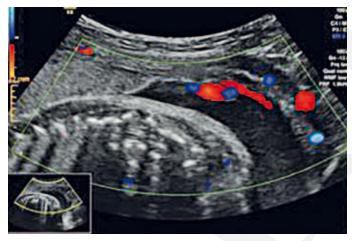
Insertio velamentosa mit Farbdoppler
